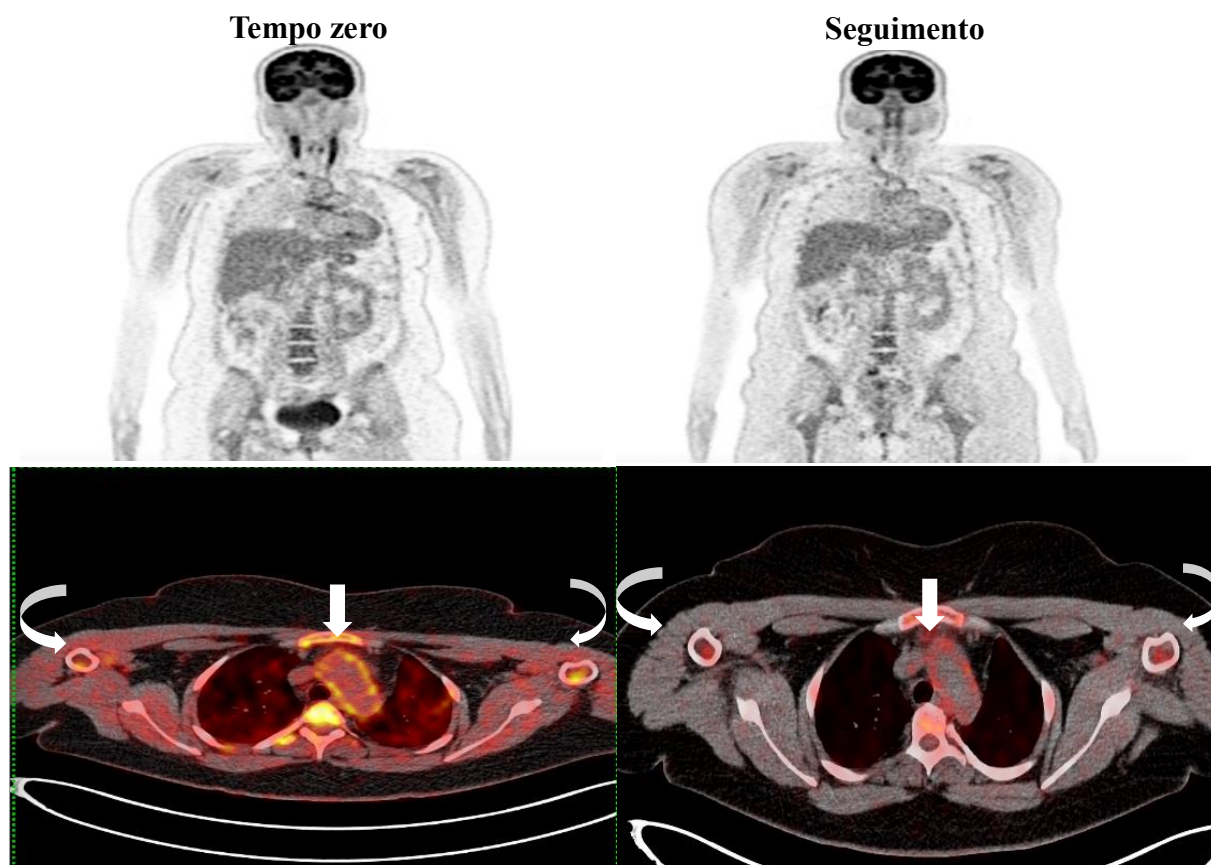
Paciente, sexo feminino, 30 anos, com atividade pelo NIH, apresentando intensa captação visual nas carótidas (seta branca curva) e arco aórtico (seta branca reta) no primeiro ^{18}F -FDG PET, em tratamento com prednisona e metotrexato. Optado por otimização do tratamento com introdução do imunobiológico anti TNF alfa. Após repetir o exame, observa-se redução das captações nos leitos vasculares citados.
